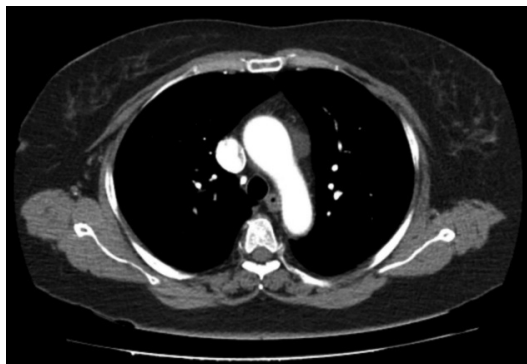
TC que evidencia lesión a nivel de cayado aórtico sugerente de adenoma paratiroideo ectópico mediastínico en paciente con hiperparatiroidismo primario.
